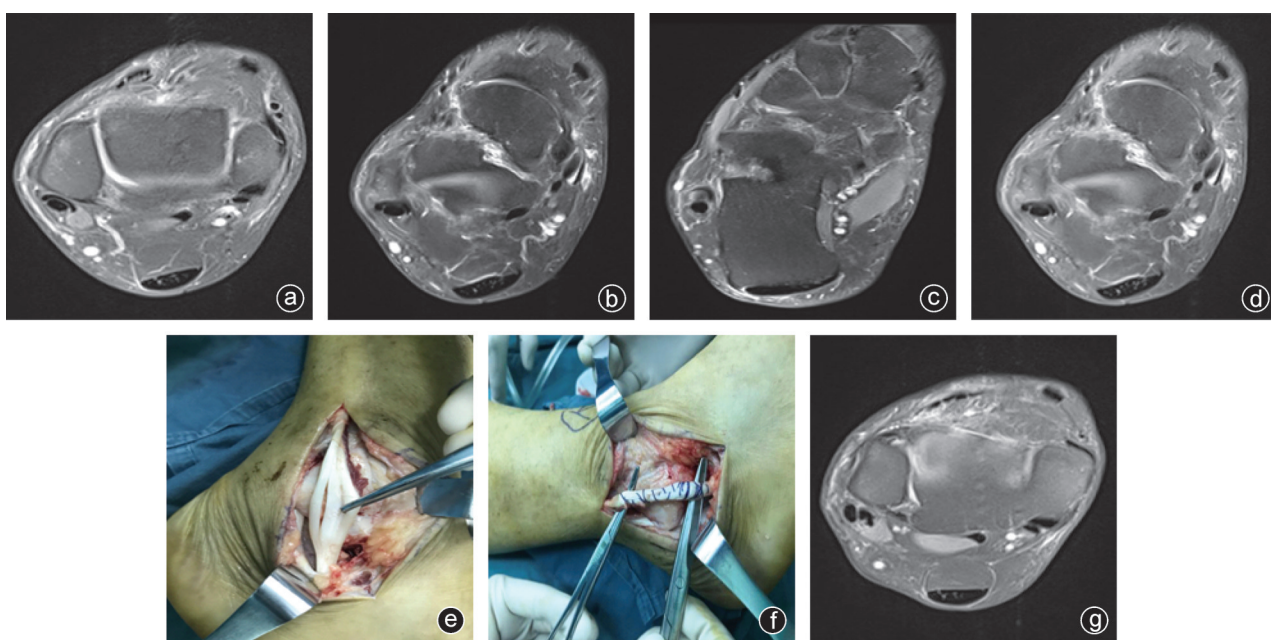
病人,男,45岁,右踝关节扭伤致外踝疼痛,辗转多家医院,经保守治疗半年,无明显效果 a~d:术前右踝关节MRI轴位、冠状位图示腓骨短肌腱撕裂;e、f:术中发现腓骨短肌腱纵向撕裂(IV型),予以清创修补;g:术后半年复查,MRI结果提示腓骨短肌腱愈合良好,无再次撕裂
